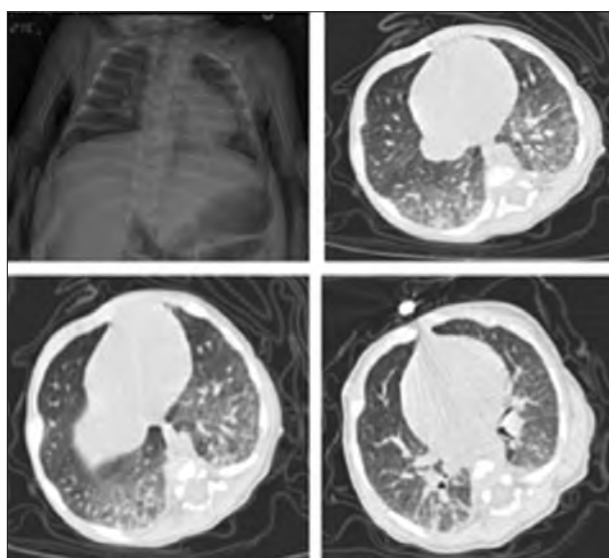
Patient 2, Chest radiography and HRCT, at the age of 4 months old
